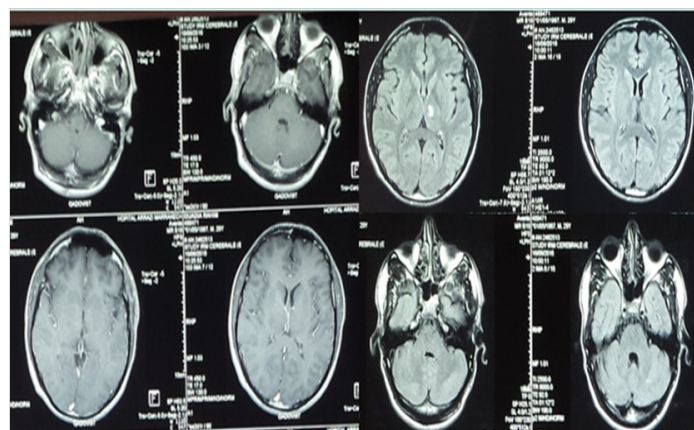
Brain MRI: sagittal T1 sequences showing bilateral and asymmetric low signal, in the thalamus, and the cerebellum.
